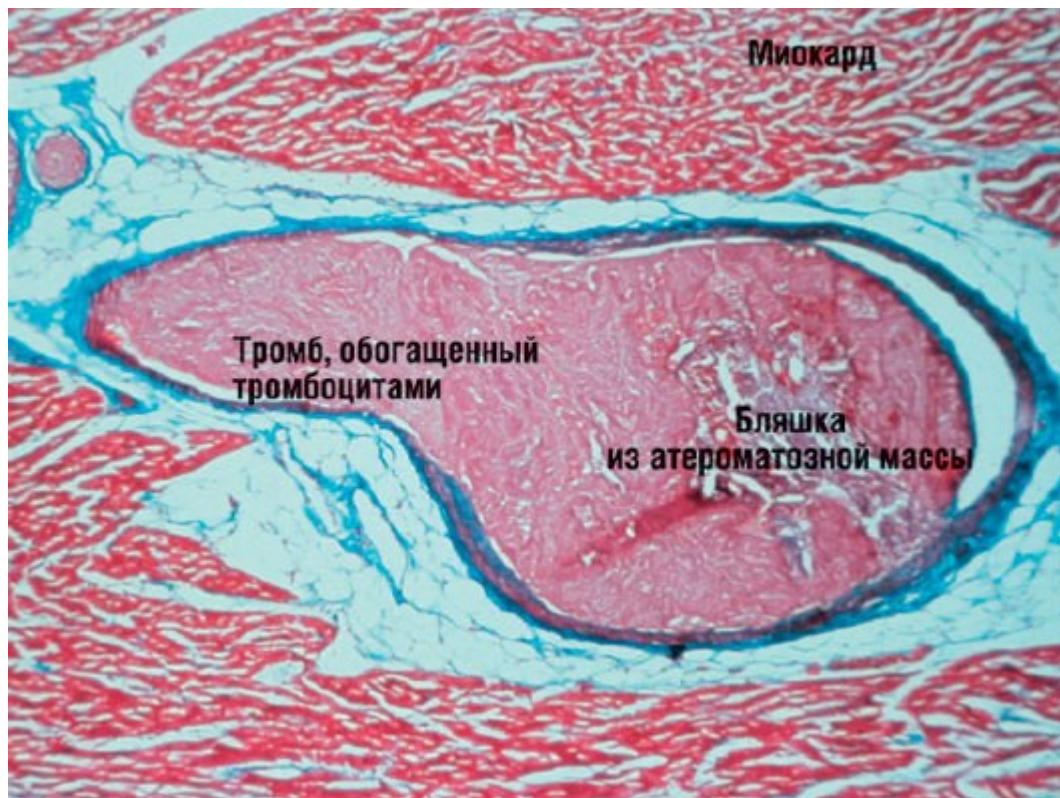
Дистальная эмболизация. Микроваскулярная окклюзия, вызываемая эмболизированным обогащенным кровяными пластинками тромбом и атероматозной массой, в миокарде ниже тромбированной эпикардиальной артерии. Если смотреть в общем, микроваскулярная обструкция может предотвратить реперфузию миокарда, несмотря на успешную реканализацию артерии, относящуюся к инфаркту. Материал предоставлен E. Falk.
